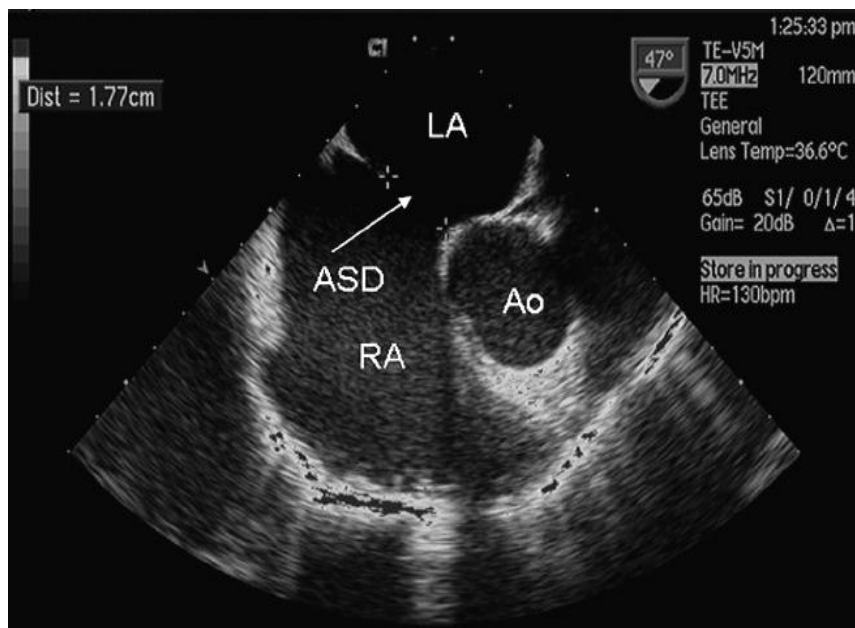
Échocardiographie 2D [Source : <http://www.échocardioblog.com>]
